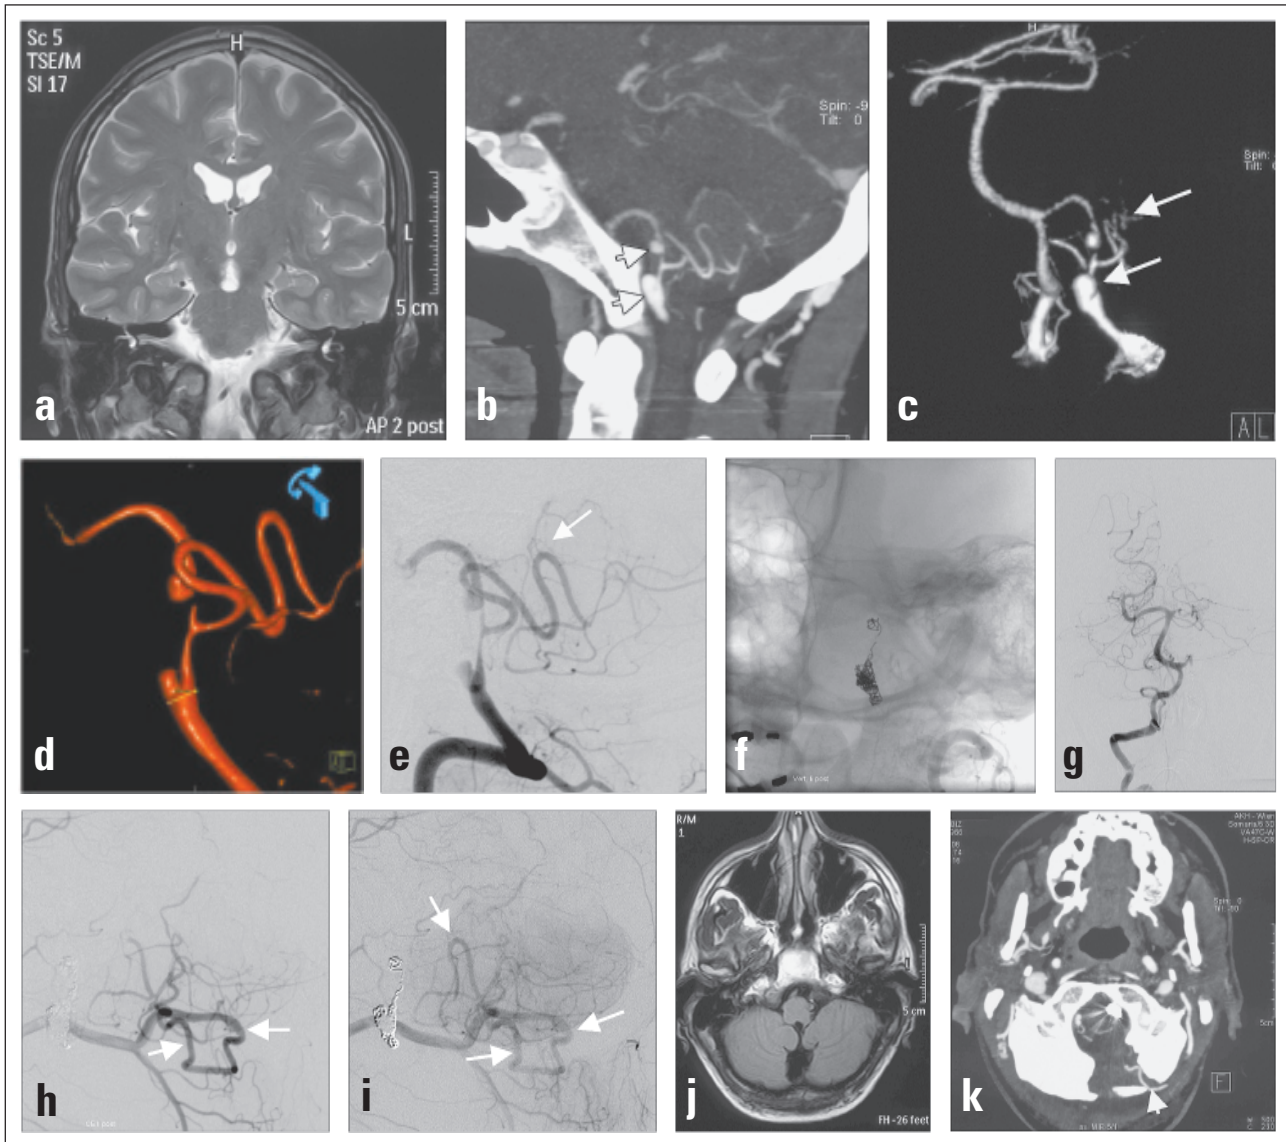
(a–c) MR- und CT-A-Darstellung einer Dissektion der AVERT links mit Ausbildung zweier Pseudoaneurysmen (Pfeile). (d, e) 3D- und konventionelle Angiographie. Die Arteria cerebelli inferior posterior (ACIP, Pfeil) entspringt aus dem Aneurysmasegment und kann bei endovaskulärem Gefäßverschluss nicht erhalten werden. (f) Nativröntgen mit Coils in der verschlossenen AVERT. (g) Angiographie der rechten AVERT nach interventionellem Verschluss der linken AVERT. (h, i) Füllung des ACIP-Stromgebiets über OA-ACIP-Bypass (Pfeile). (j, k) Eine MR- und CT-A-Kontrolle nach 2 Monaten zeigt den perfundierten Bypass (Pfeil) und keinen Hinweis auf rezente postoperative ischämische Läsionen.
